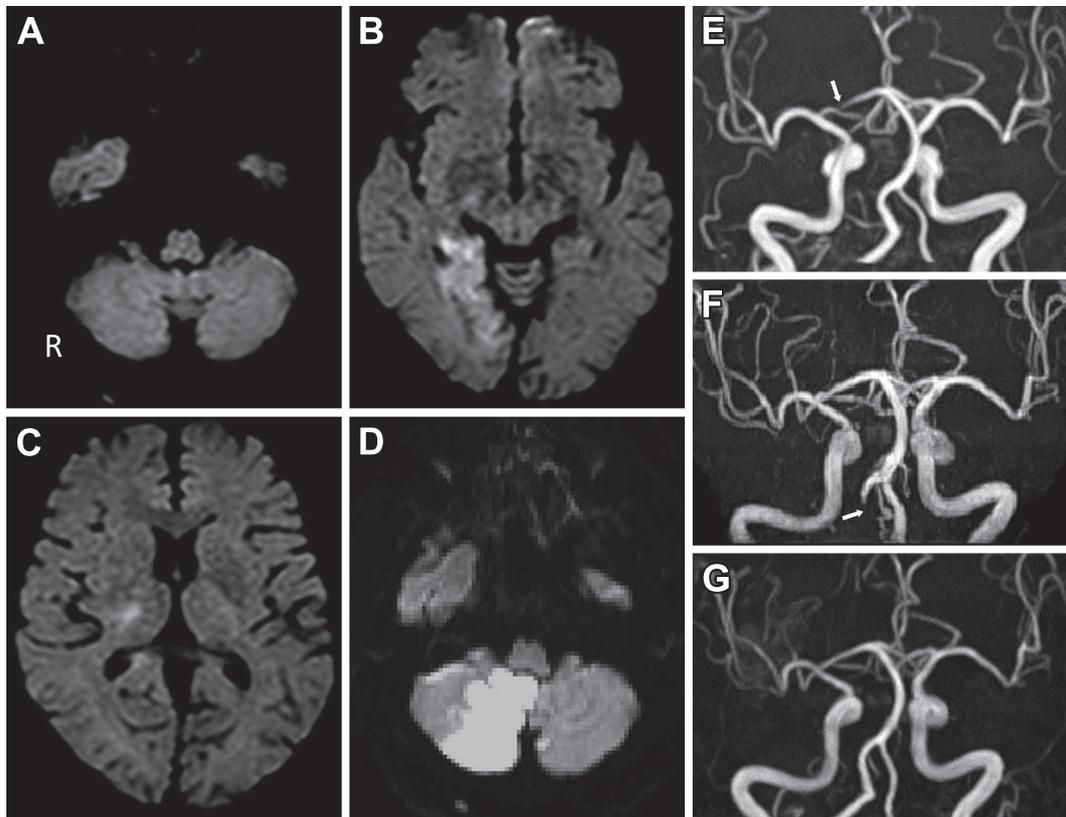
Brain MR diffusion-weighted imaging (DWI) and angiography (MRA) on Day 1, 9, and 39.
